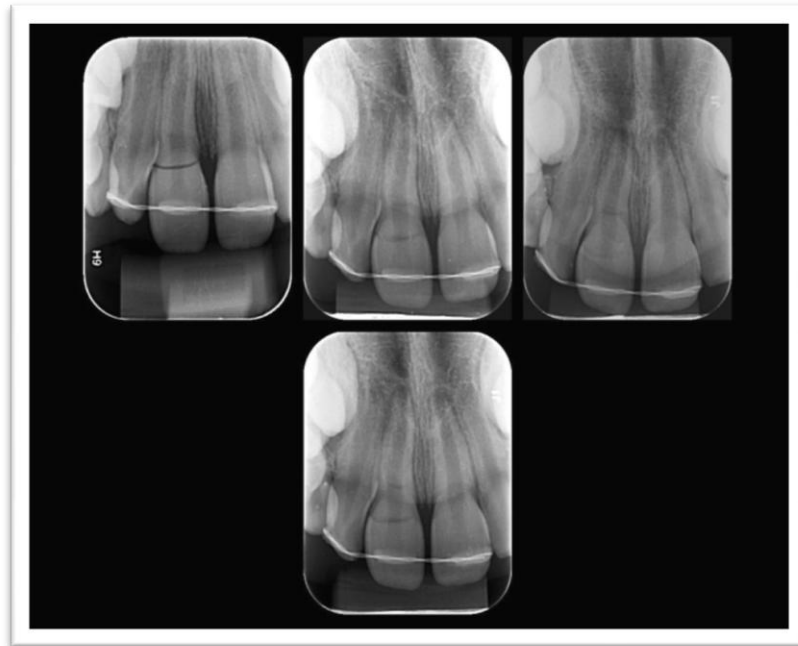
Radiografias periapicais tomada em outubro de 2015
